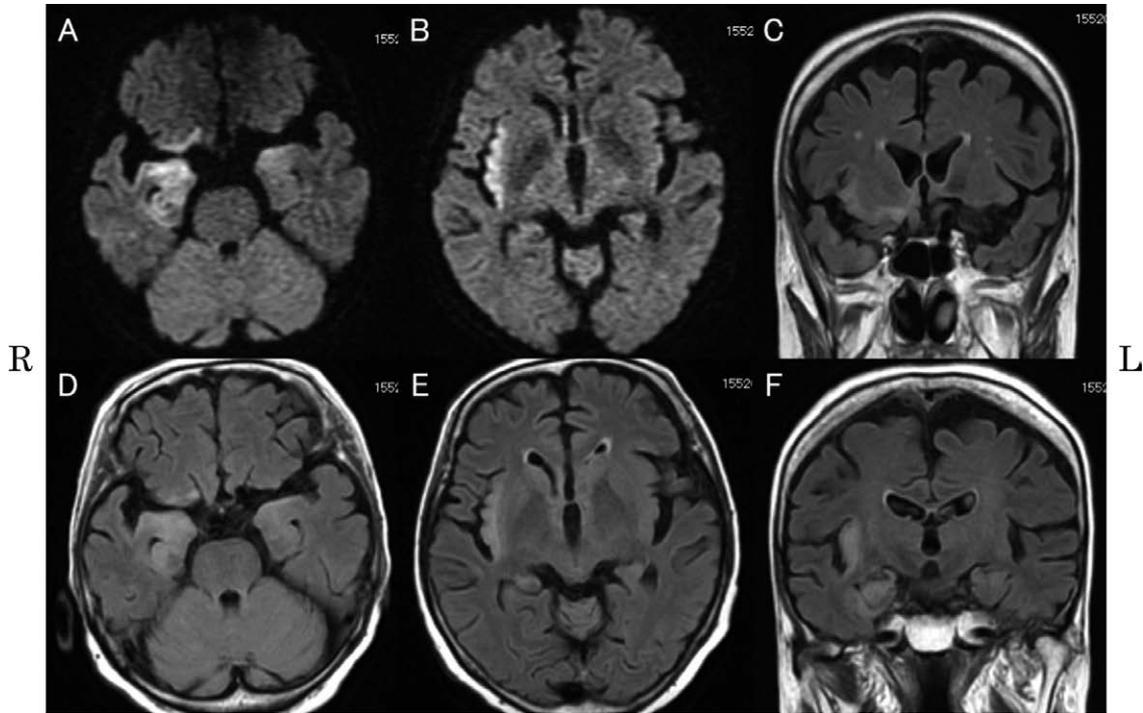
Brain MRI findings.
